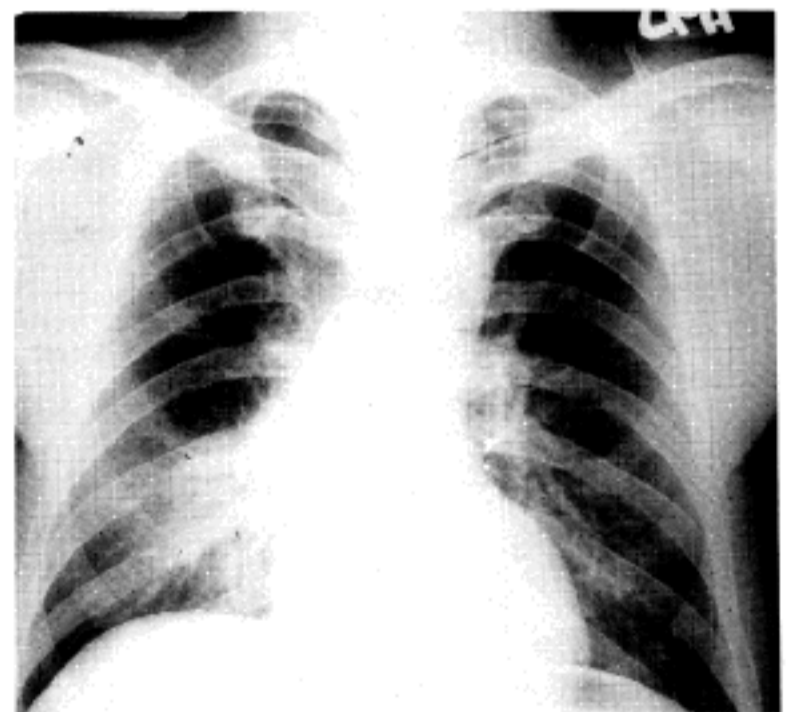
Initial chest Xray shows consolidation on right lower lung field.
